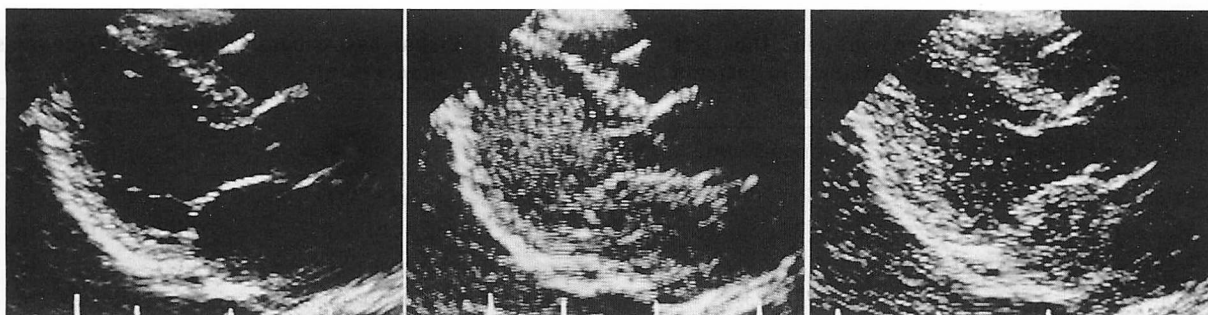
Contrast echocardiograms in a patient with normal cardiac function
